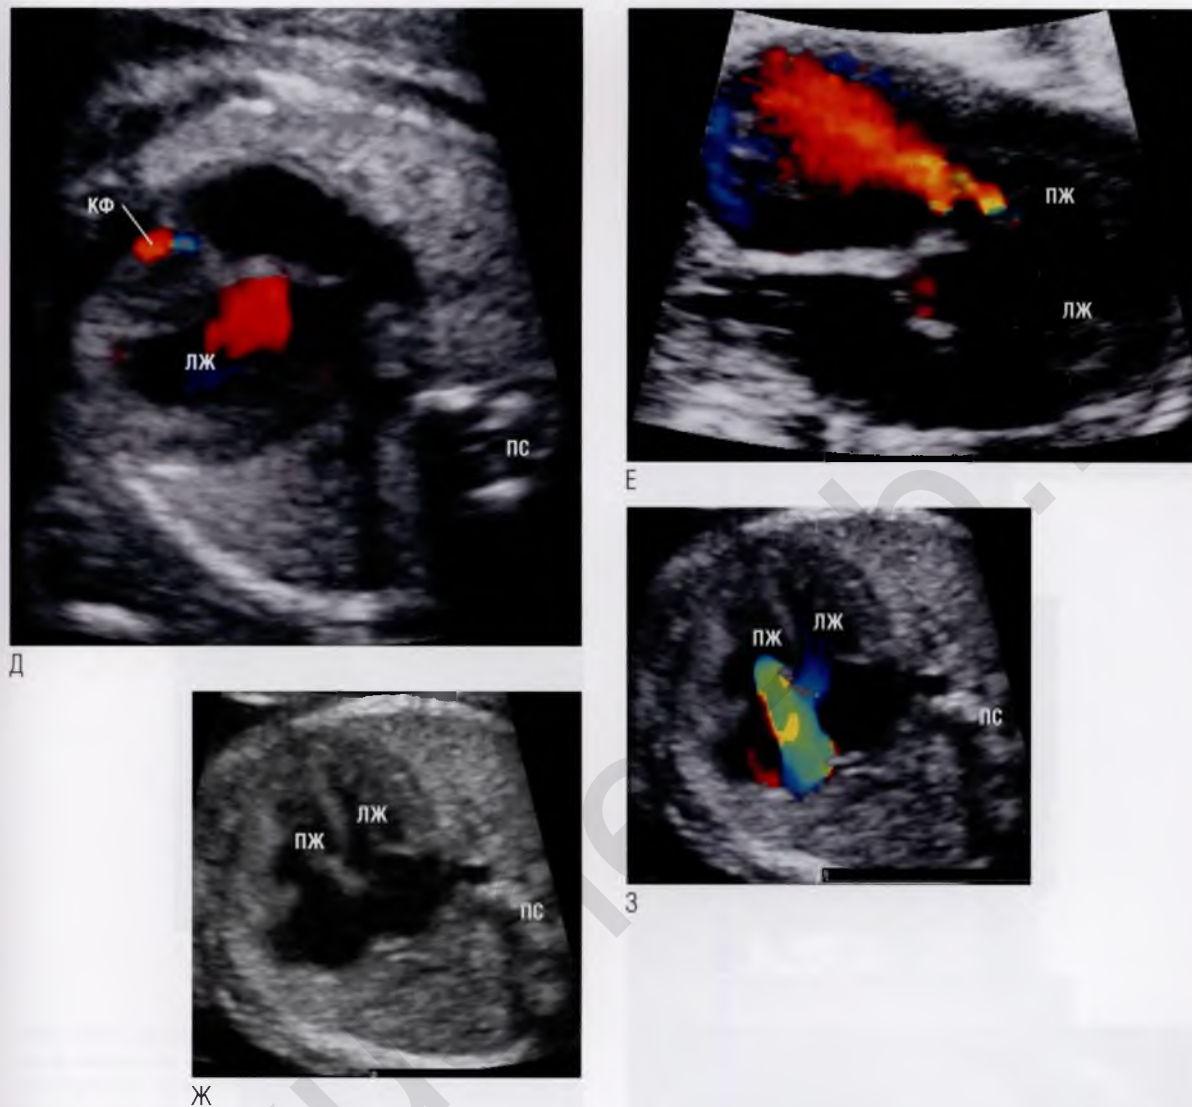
окончание (Д) Атрезия легочной артерии с интактной межжелудочковой перегородкой. Правый желудочек гипоплазирован, его стенки гипертрофированы. При ЦДК кровотока видна коронарная фистула (КФ), соединяющая правый желудочек и правую коронарную артерию. В коронарной фистуле определяется двунаправленный кровоток на протяжении всего сердечного цикла. Иногда в таких фистулах выявляются области с высокой скоростью кровотока, свидетельствующие о стенозе коронарной фистулы (см. рис. 5.13Б). (Е) У этого плода в гестационном возрасте 35 недель правый желудочек небольшой и имеет утолщенные стенки, а поток через клапан легочной артерии отсутствует. В четырехкамерной позиции определяется высокоскоростная струя трикуспидальной регургитации, заполняющая правое предсердие (ПП) и вызывающая его дилатацию. (Ж) На изображении в двухмерном режиме в четырехкамерной позиции сердце выглядит без особенностей, но стенки правого желудочка немного утолщены. В режиме реального времени было видно, что правый желудочек сокращается слабо и подвижность створок трикуспидального клапана ограничена. (З) При ЦДК кровотока наблюдается умеренная трикуспидальная регургитация с большой скоростью во время импульсно-волновой доплерэхокардиографии, что свидетельствует о высоком давлении в полости правого желудочка, которое и стало причиной гипертрофии стенок этого желудочка. ЛП — левое предсердие; ПС — позвоночный столб.
